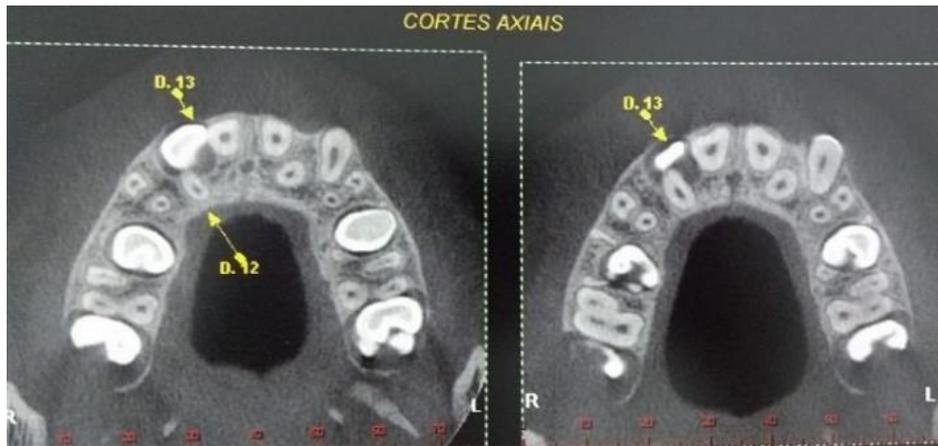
Tomografia Computadorizada. Cortes axiais/Reconstrução tridimensional.
